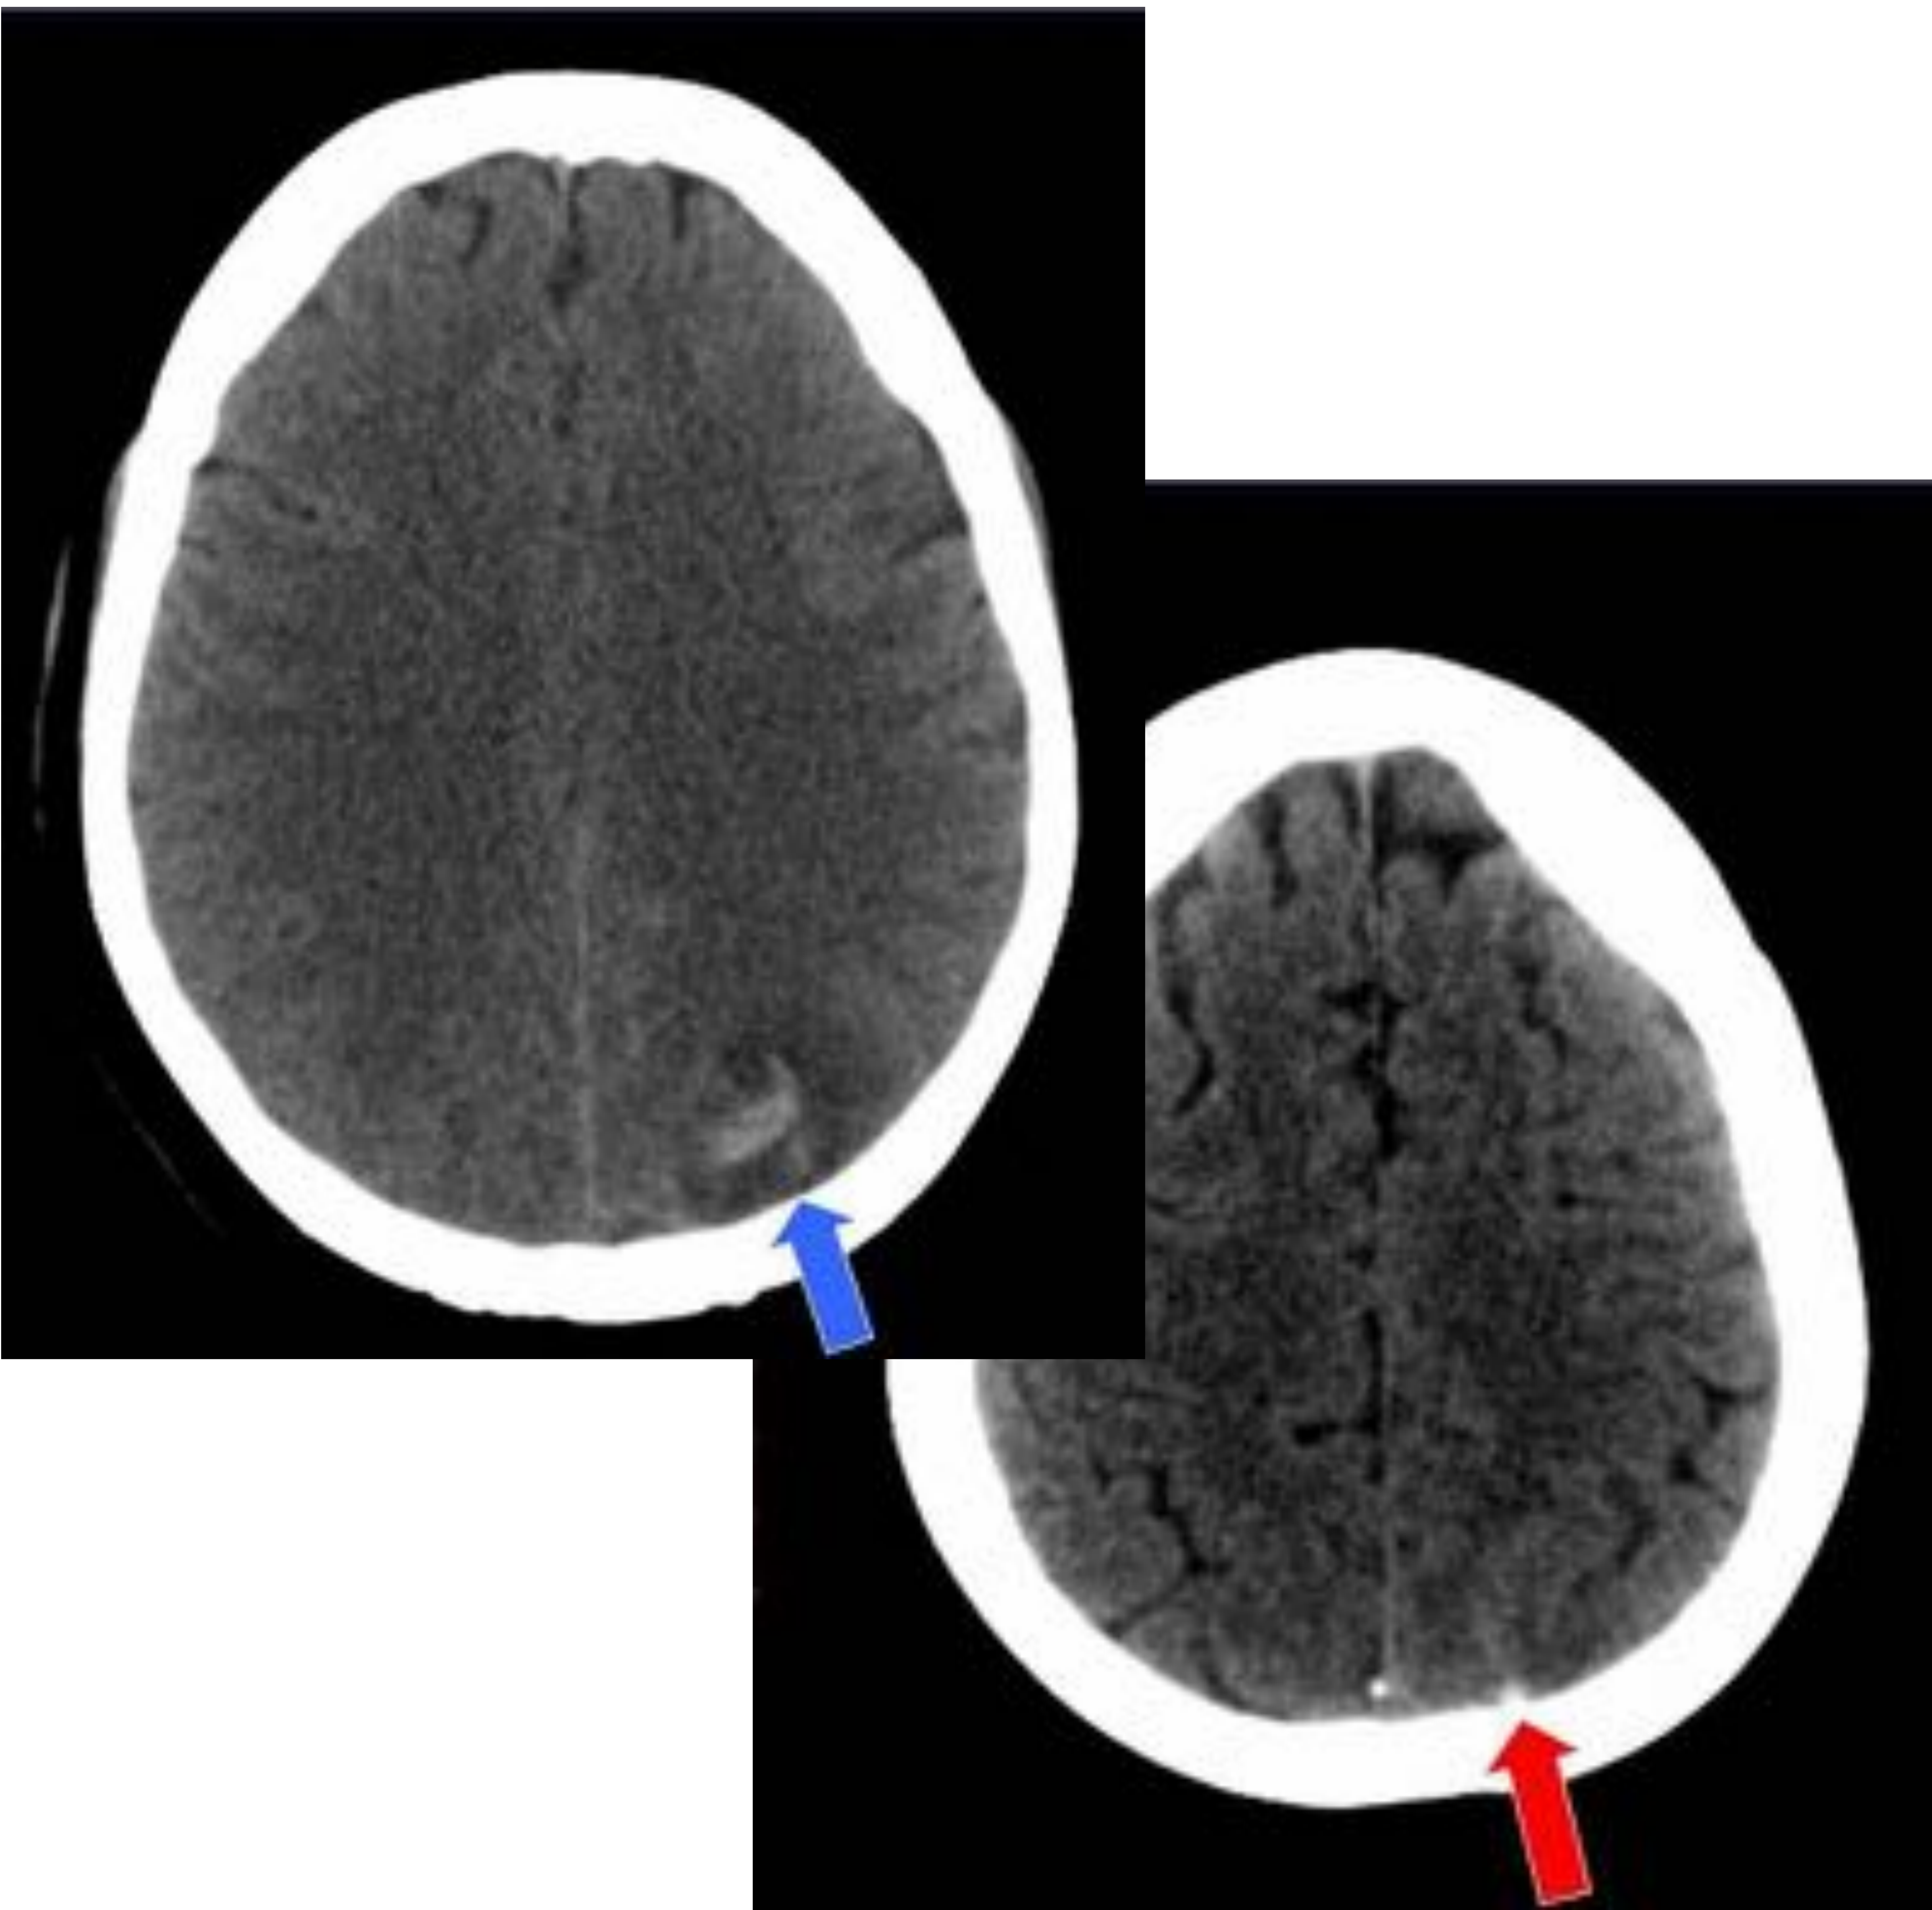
Misma paciente que en figuras 3 y 4. TC sin contraste realizada 24 horas después. La hemorragia intraparenquimatosas ha aumentado de tamaño (flecha azul). La vena cortical trombosada continúa visualizándose (flecha roja).
